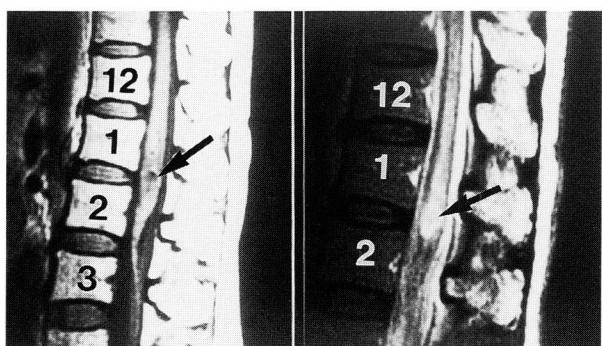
Follow-up MR images of conus medullaris showing cavernous angioma (Left: T<sub>1</sub> weighted MR image, Right: T<sub>2</sub> weighted MR image)
